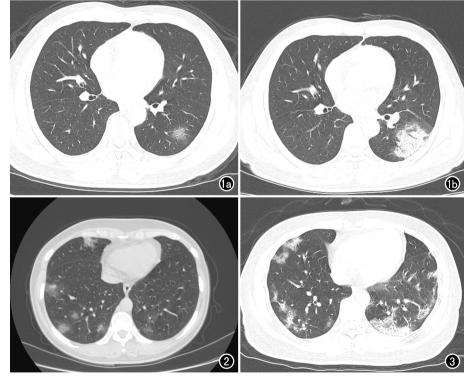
患者,男,40岁,无症状体检,有与武汉返乡发热隔离人员接触史。a)CT发现左肺下叶单发 GGO,5 天后核酸检测阴性,8 天后复检核酸阳性;b)10天后复查 CT示左肺下叶 GGO 范围较前增大,呈"铺路石"征。图 2 患者,女,42岁,发热 5天,10天前有武汉购物史,CT发现双肺多发GGO。图 3 患者,女,29岁,间断发热 11天,其父亲确诊为新冠肺炎,双肺胸膜下多发 GGO 伴"铺路石"征。
